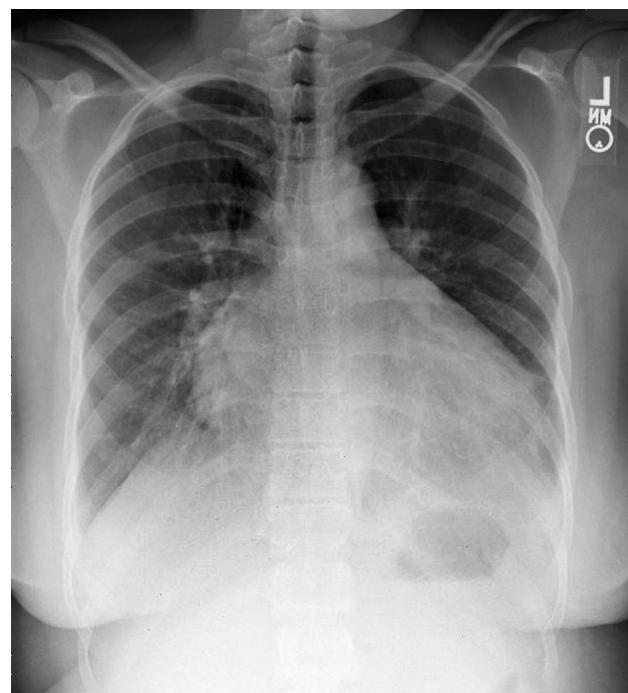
Рентгенография грудной клетки: видны умеренная кардиомегалия и тени в базальных отделах
